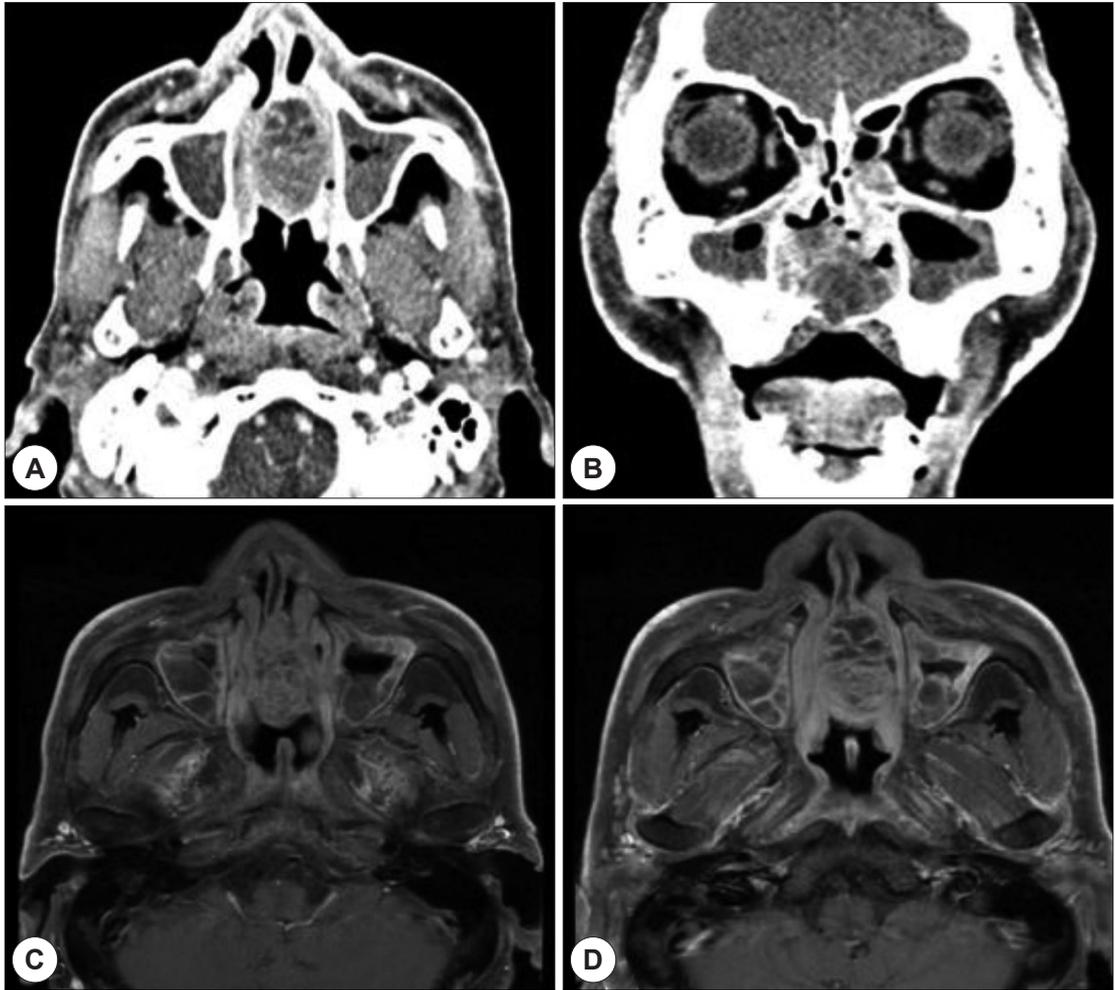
Preoperative CT and MRI scan. Axial (A) and coronal (B) CT scans, and T1 weighted magnetic resonance images (C, D) revealed a heterogeneous, lobulated about 4.0×2.9 cm sized mass originating from the nasal septum and involving the hard palate, inferior turbinates and palatine process of maxilla bilaterally. CT : computed tomography, MRI : magnetic resonance images.
